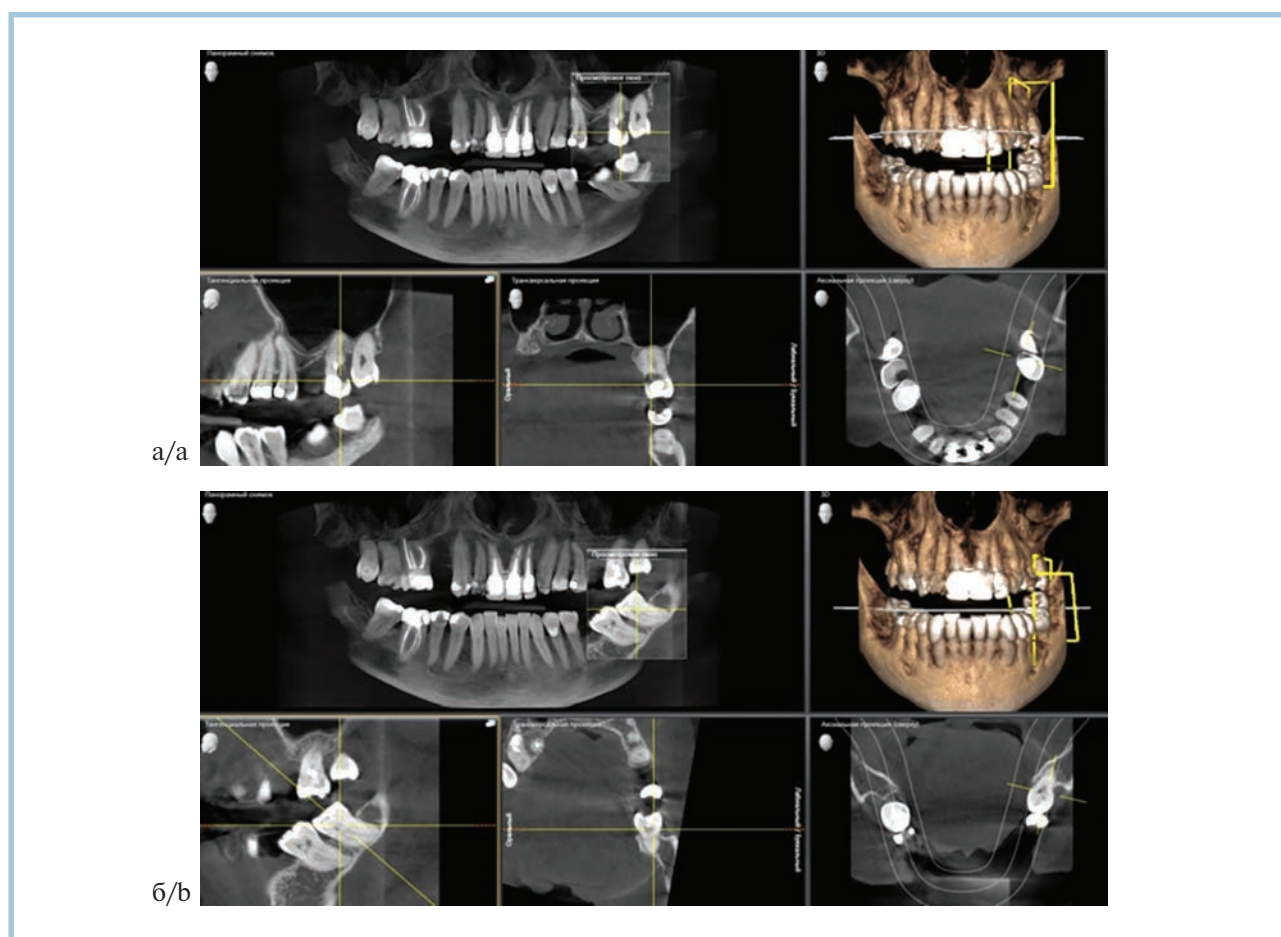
Конусно-лучевая компьютерная томограмма пациентки 3.: зуб 2.7, подлежащий удалению (а) и зуб 3.8, планируемый к трансплантации (б).
